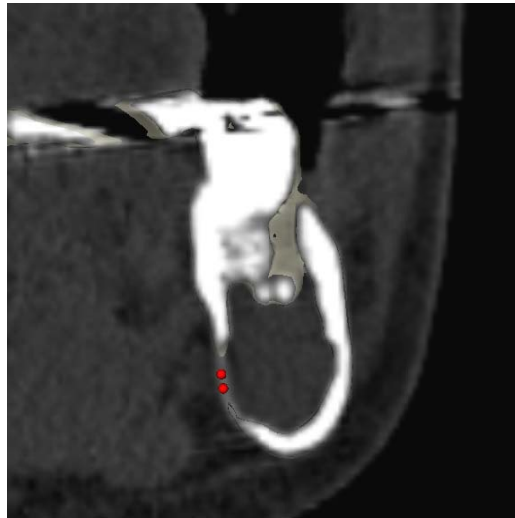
TAC de zona de molares inferiores izquierdos donde se muestra una perforación de la cortical lingual
